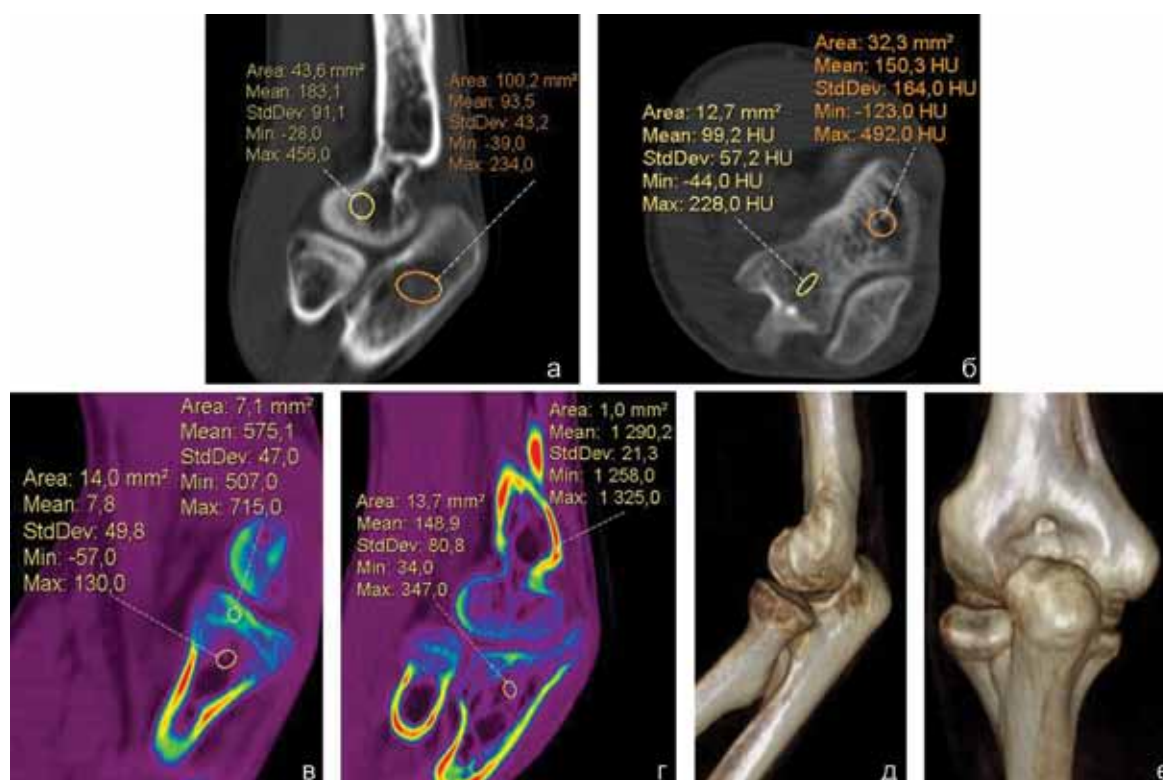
МСКТ локтевого сустава больного С., 13 лет. Аксиальный срез и MPR (а, б); MPR, ColorMap (в, г); VRT (д, е)
